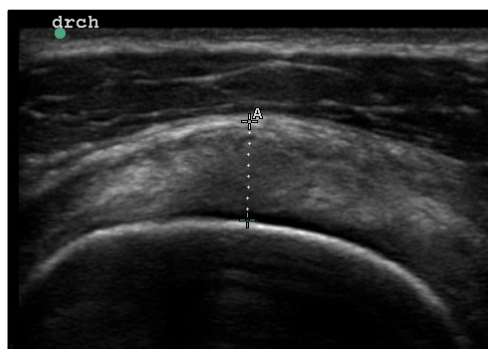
Imagen ultrasonográfica del tendón del músculo supraespinoso. Imagen obtenida del banco de imágenes del Centro de Medicina Deportiva de la Comunidad de Madrid. (drch: derecho)
